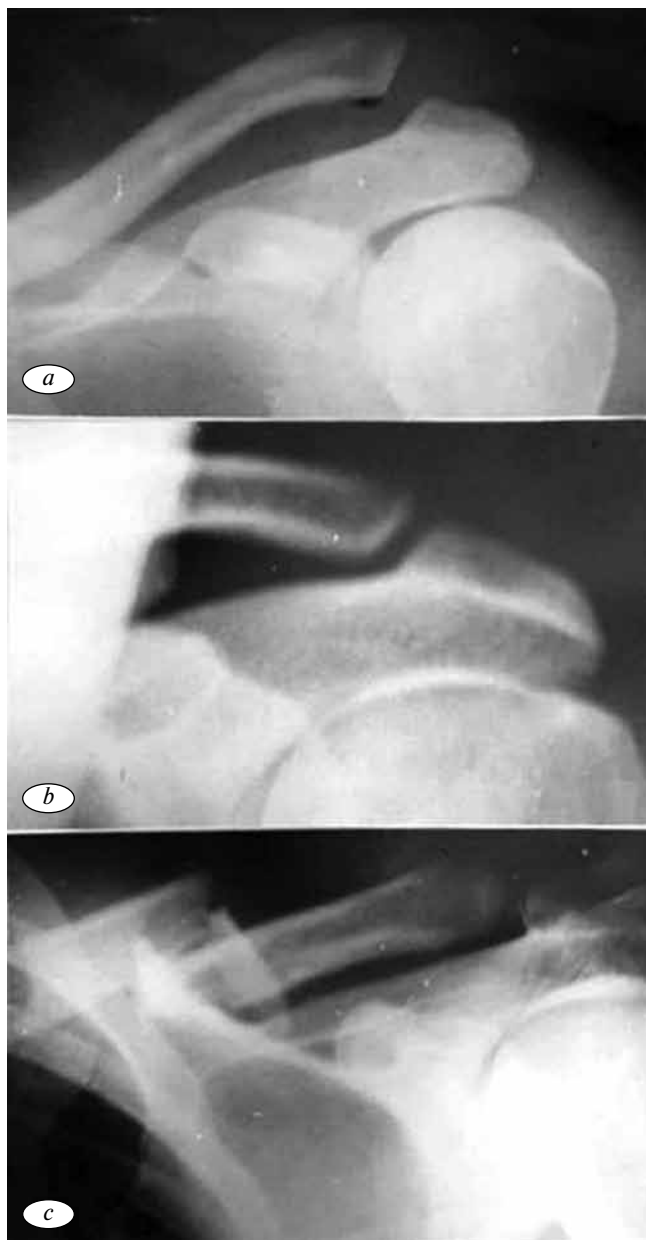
Рентгенограмма формы расположения суставных поверхностей ключицы и акромиона: *a, b* — при вывихах и после его вправления; *c* — при переломах ключицы
